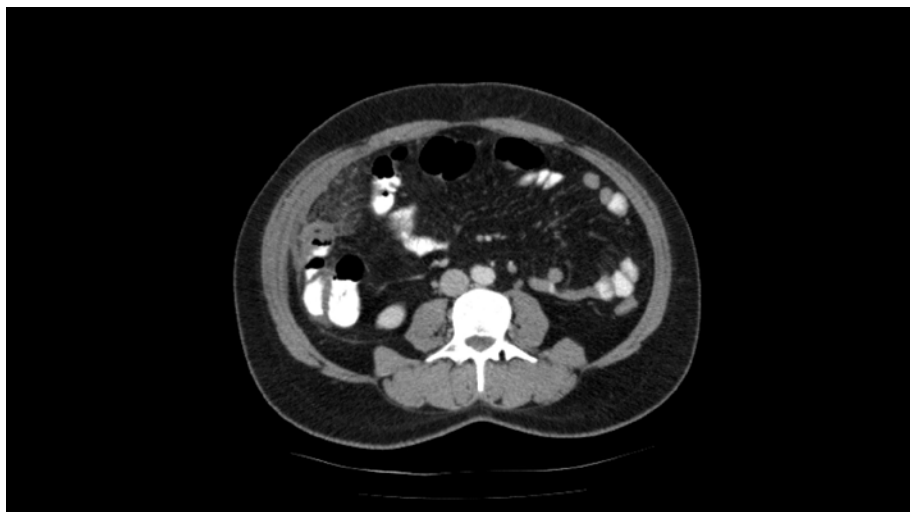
TAC de abdomen con contraste
